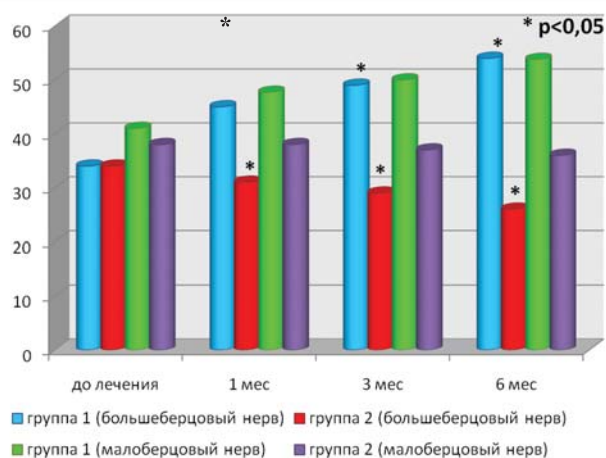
CPV большеберцового и малоберцового нервов на фоне увеличения КТ/V до 1,4 (м/с).
